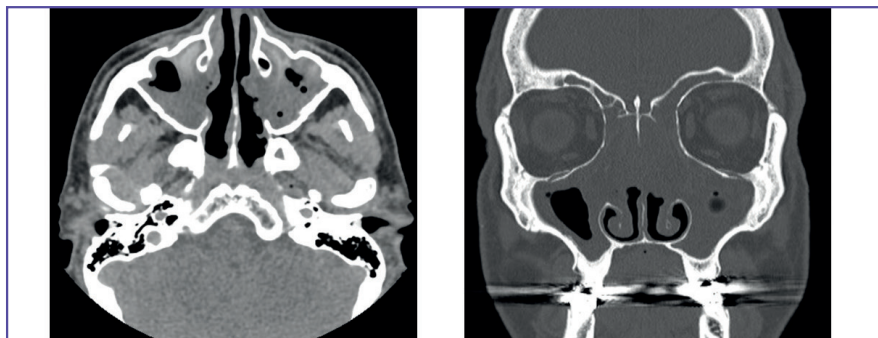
A e B. TC massiccio facciale: sinusopatia e poliposi massiva.
